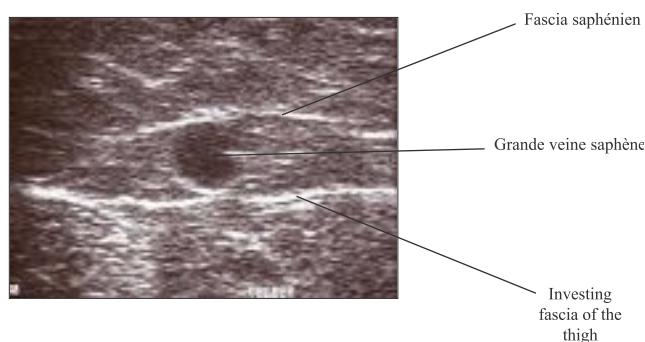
L'« œil saphène » – une image transversale écho-Doppler de la GVS de la cuisse montrant les fascias qui constituent le compartiment saphène. D'autres veines superficielles du membre inférieur incluant la VSAA et la PVS se trouvent aussi dans un compartiment fascial
